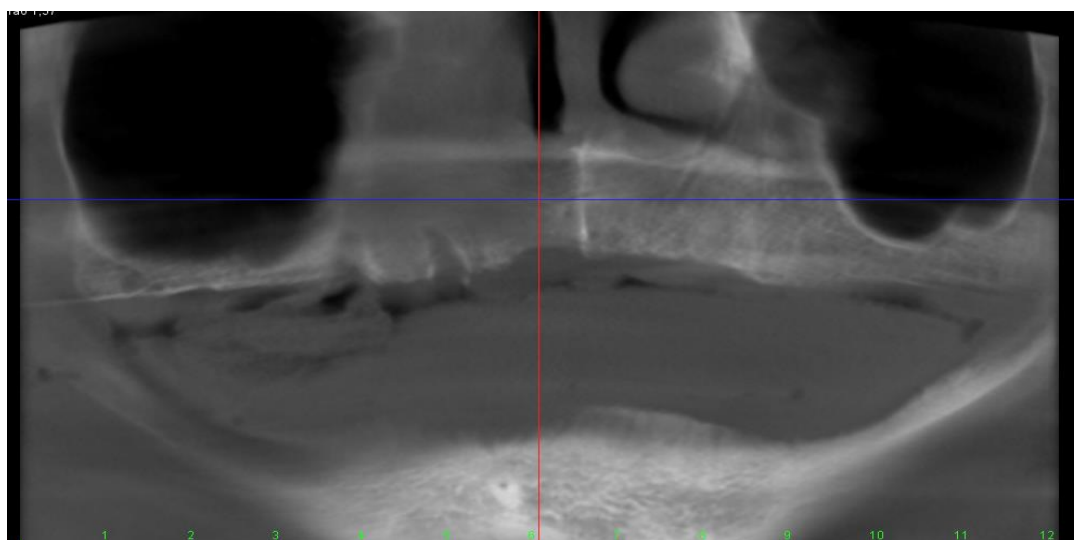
Ортопантомограмма пациентки Б., 1955 г.р.
